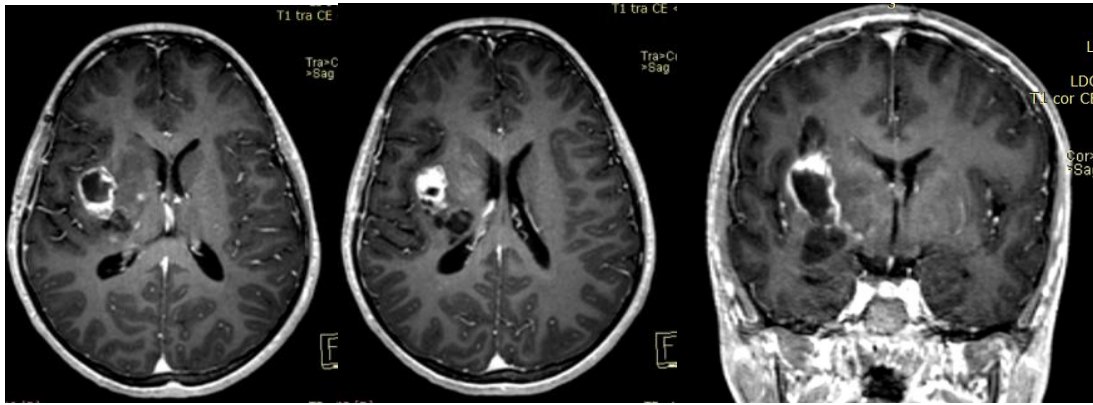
МРТ через 6 мес. после операции. Сохраняется, хотя несколько меньших размеров зона очагового накопления контраста прежней интенсивности
